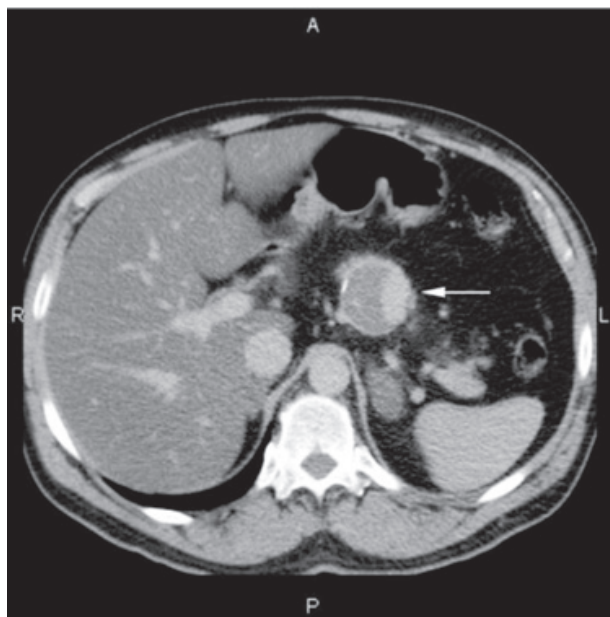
Больной Ю. Спиральная компьютерная томография, 2011 год. Аневризма селезеночной артерии размером 4,5×4 см (указана стрелкой)
